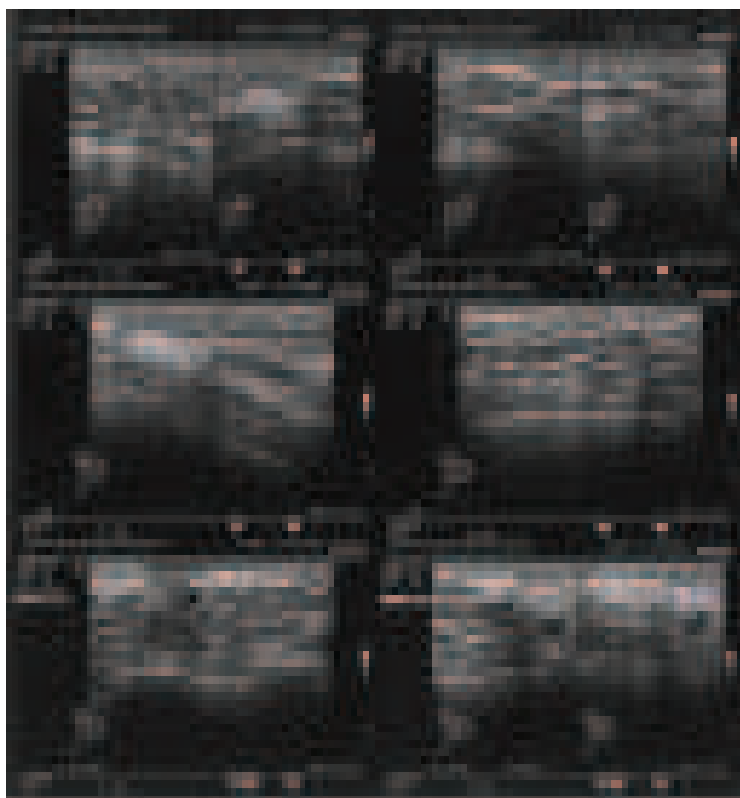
Ecografia mamária aos dois meses de tratamento
